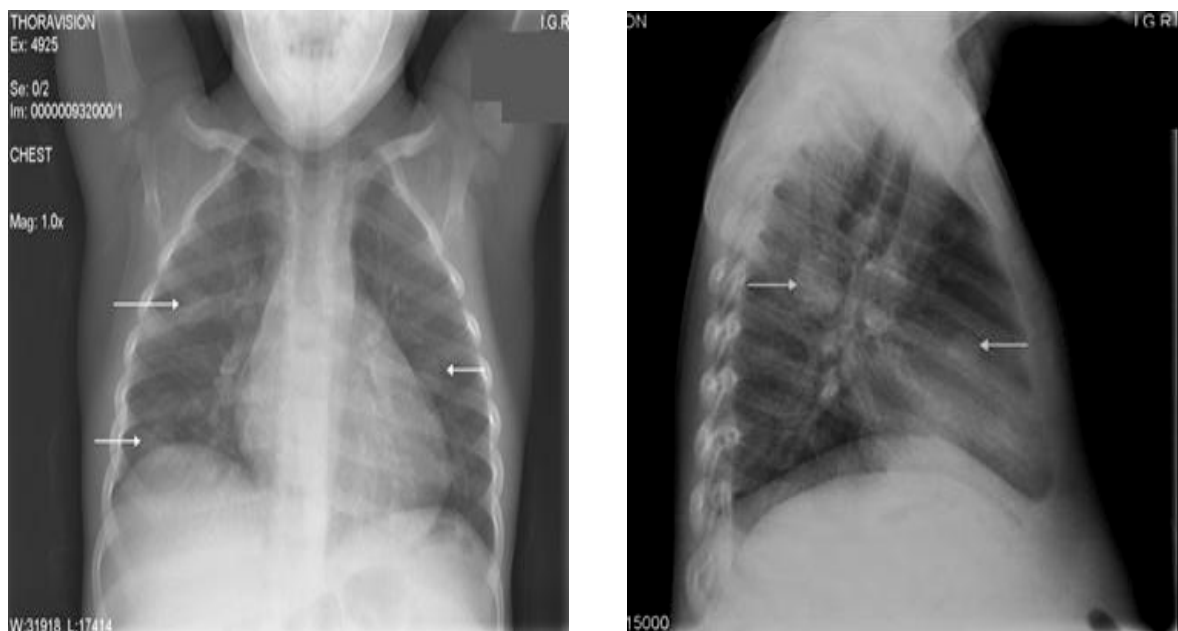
Métastase pulmonaire sur radiographie du poumon faite dans le cadre de bilan d'extension d'un néphroblastome
